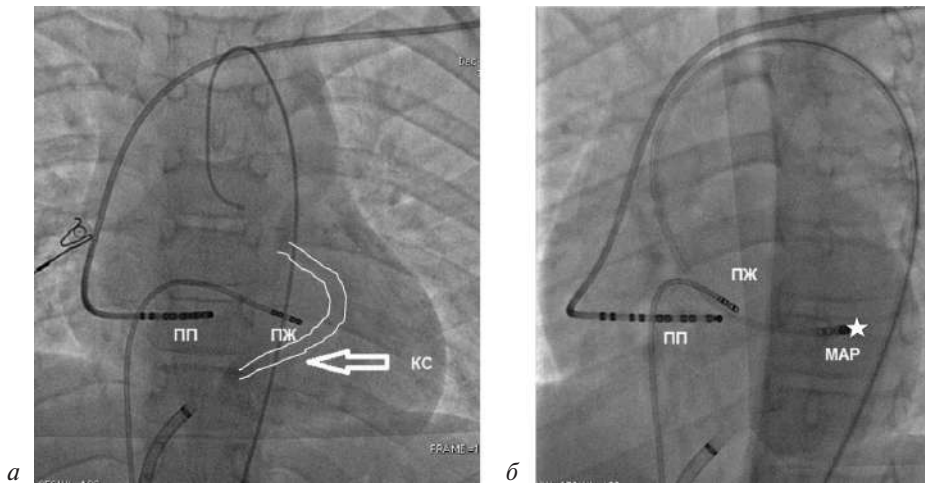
Данные интраоперационной рентгеноскопии, 10-полюсный электрод в ПП, 4-полюсный электрод в ПЖ:
